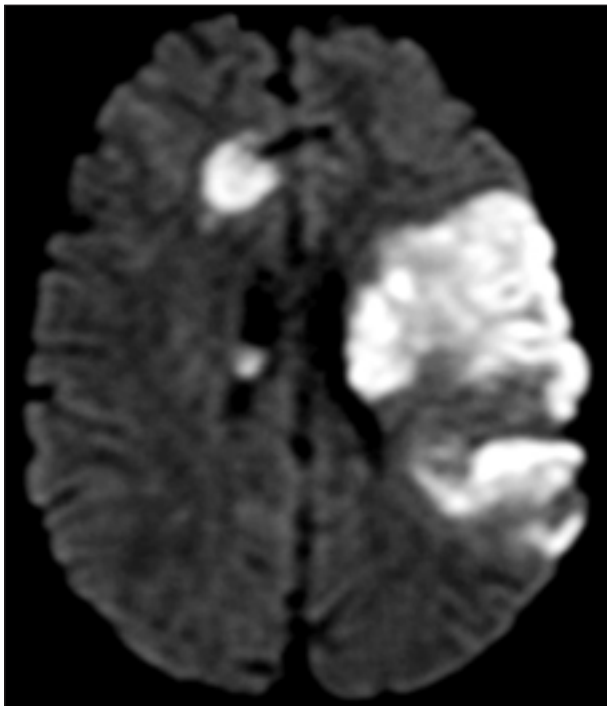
RM de cerebro, secuencia Difusión: restricción de la difusión en el territorio de toda la arteria cerebral media (ACM) izquierda y una lesión contralateral en la sustancia blanca frontal derecha de iguales características.
